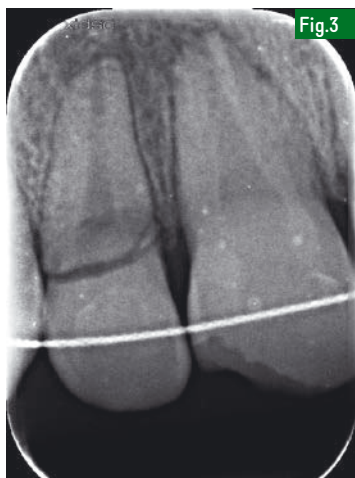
Radiographie préopératoire. Une fracture en biseau côté palatin est visible.
